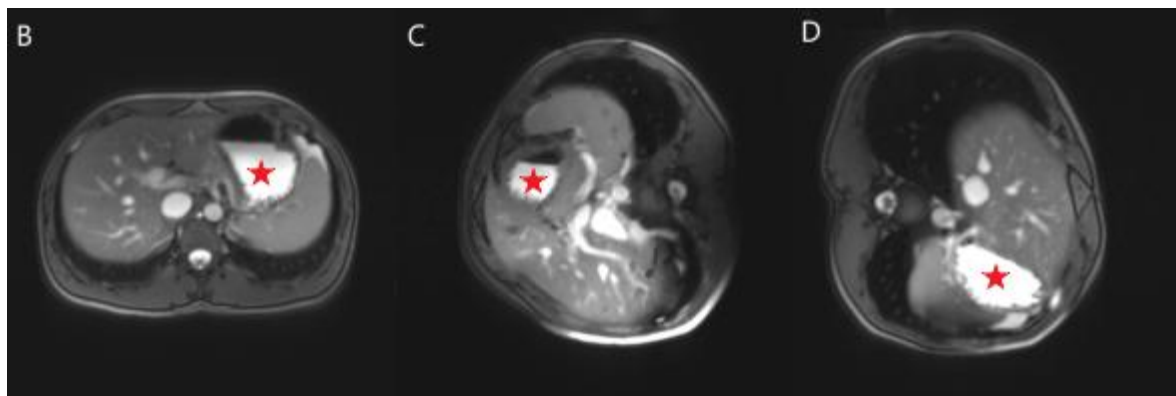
Transversale T2 gewichtete MRT-Bildgebung des Magens: Proband 3 in Rückenlage (B), in Rechtsseitenlage (C) und in Linksseitenlage (D) nach Einnahme von 240 mL Wasser (roter Stern) mit Spiegelbildung im Magen.
